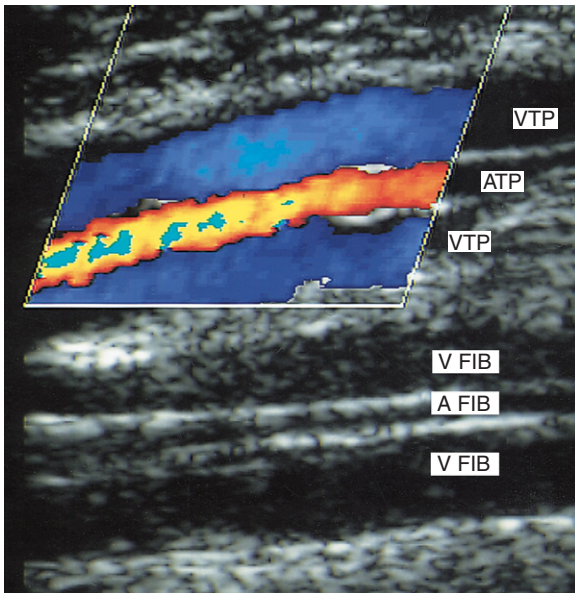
Das Farbdopplerbild der medialen Wade weist die Durchgängigkeit der Vv. tibiales posteriores (VTP) nach, die zu beiden Seiten der gleichnamigen Arterie liegen (ATP). Es wurde eine vollständige Farbfüllung bis an die Venenwände erzielt. Die Vv. fibulares (V FIB) und die A. fibularis (A FIB) liegen tief unter den Vv. tibiales posteriores. Nicht immer sind die Vv. fibulares in derselben Schnittebene sichtbar.
